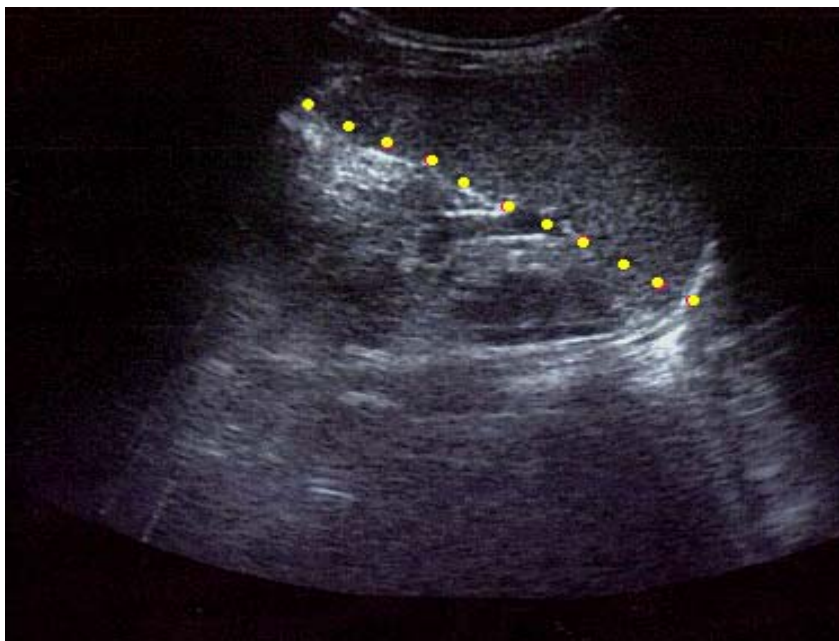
Ultra-sonografia do baço. Pontilhado amarelo corresponde a dimensão longitudinal esplênica.
